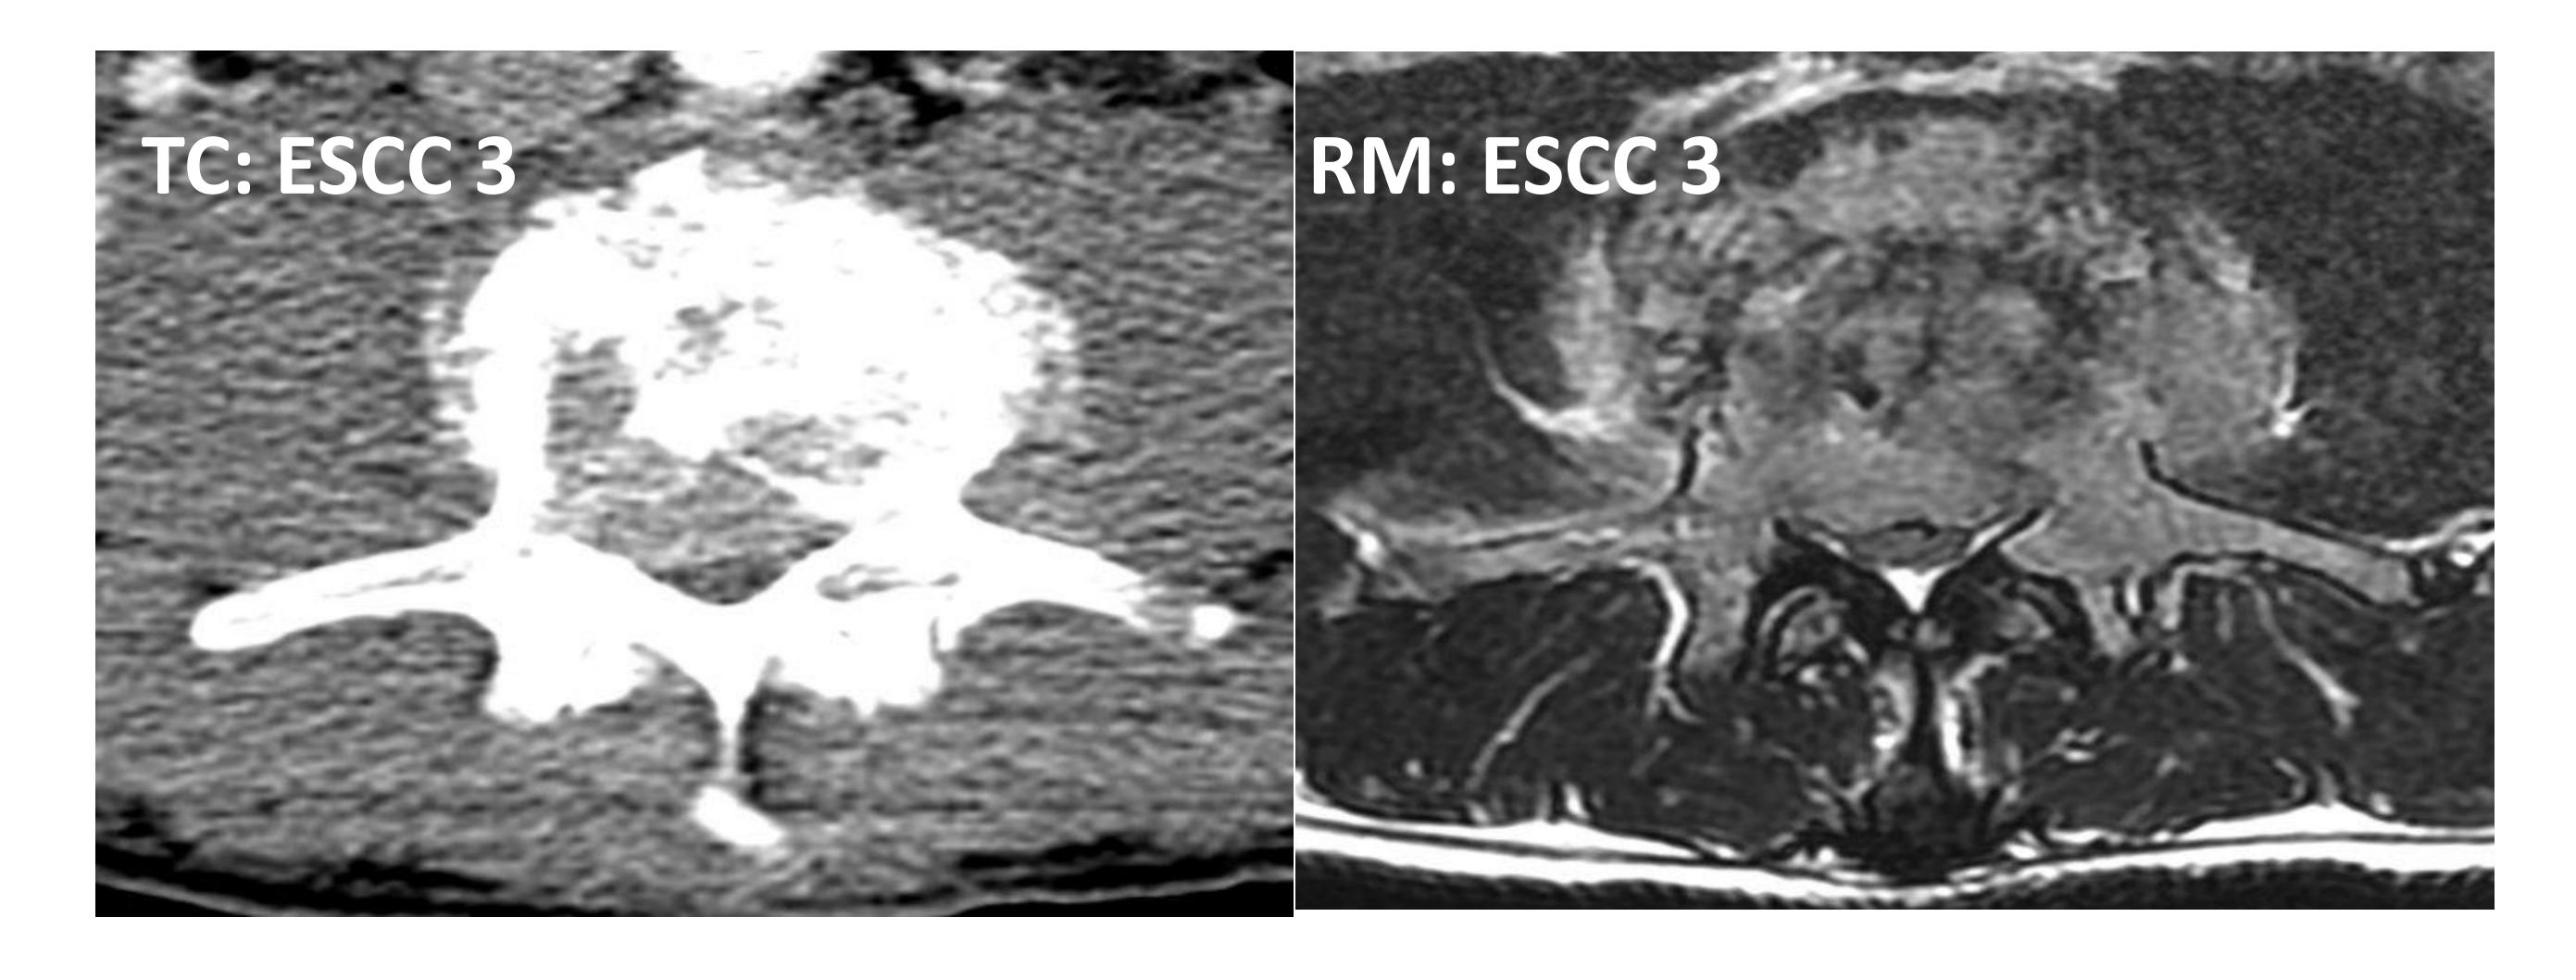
<u>Paciente 12</u>: los resultados de TC y RM concuerdan: ESCC 3; No SINS al ser columna cervical
